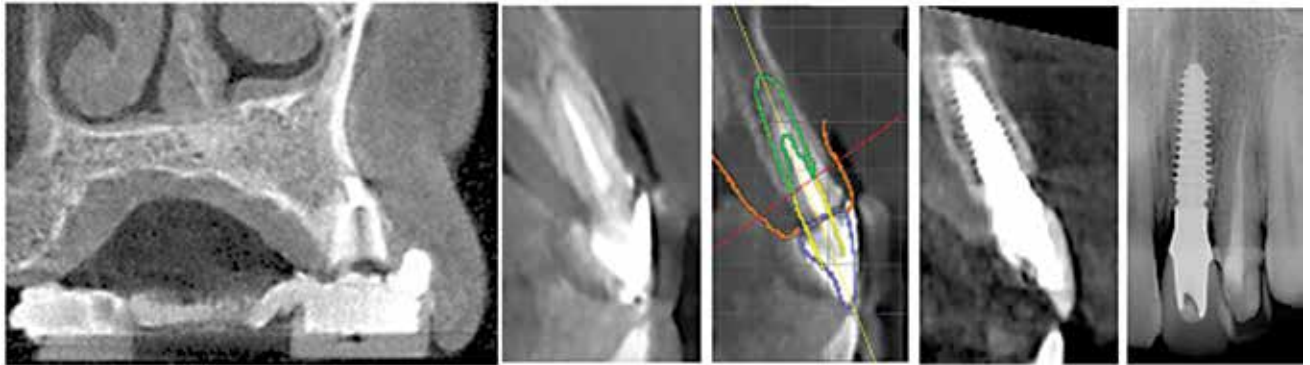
Мультиспиральная компьютерная томография.
